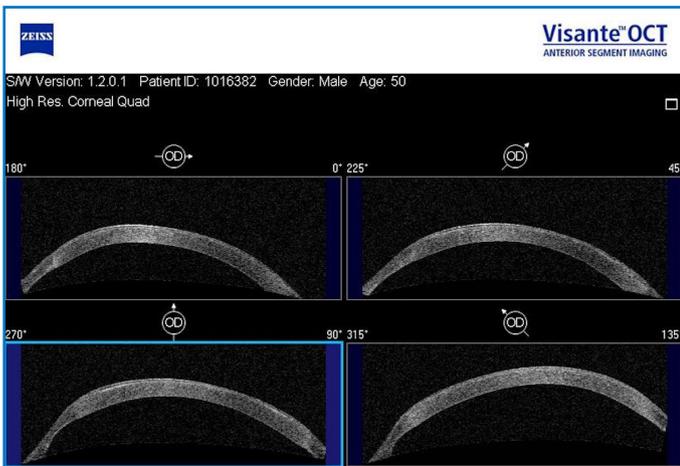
Tomografía de coherencia óptica (OCT) del adelgazamiento de la córnea periférica inferonasal con injerto de espesor normal.
